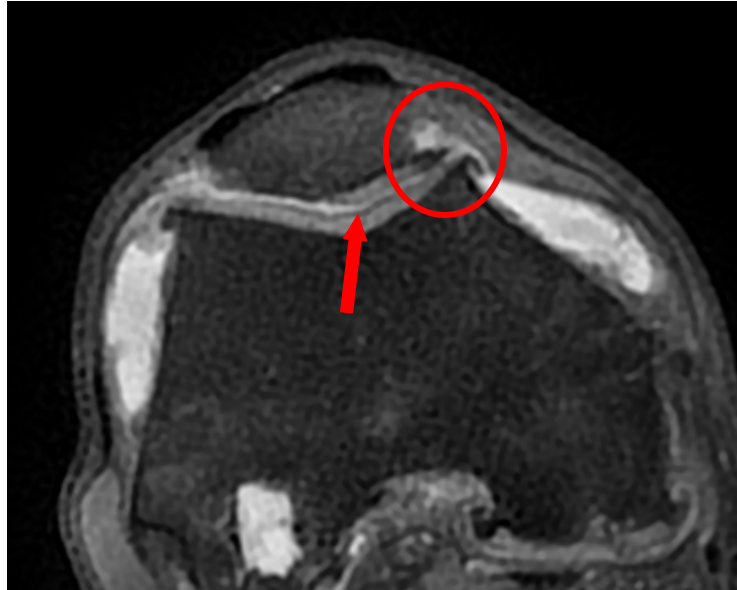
IRM du genou séquence DP en coupe axiale montrant une arthrose fémoro-patellaire
